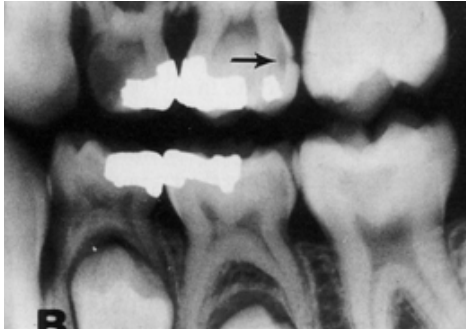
Radiografía con presencia de caries en restauraciones.
